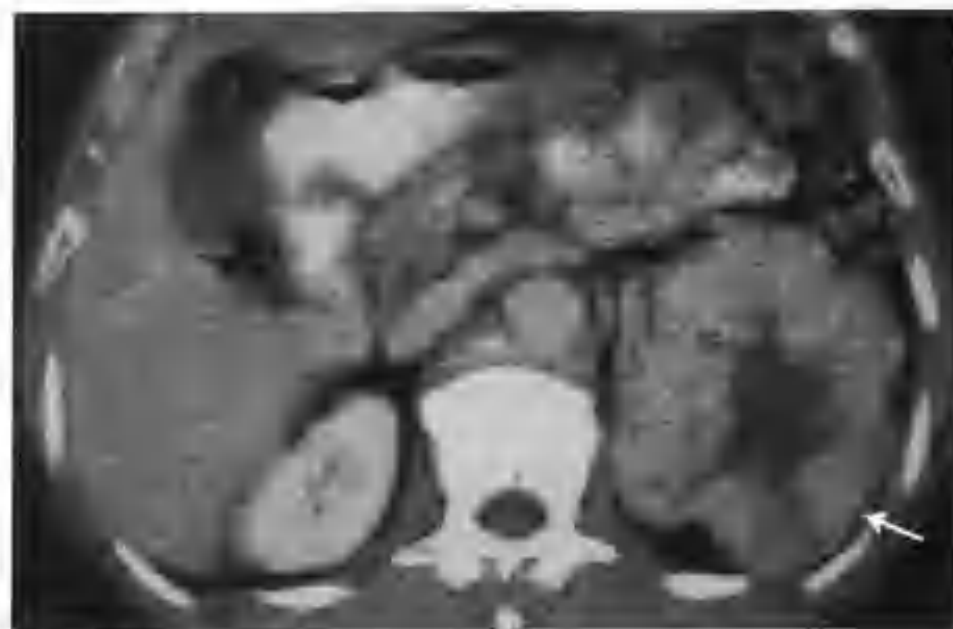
与图 2-1-183 为同一病例, 肾实质期肿块强化迅速减低, CT 值降至 114HU (箭头)
